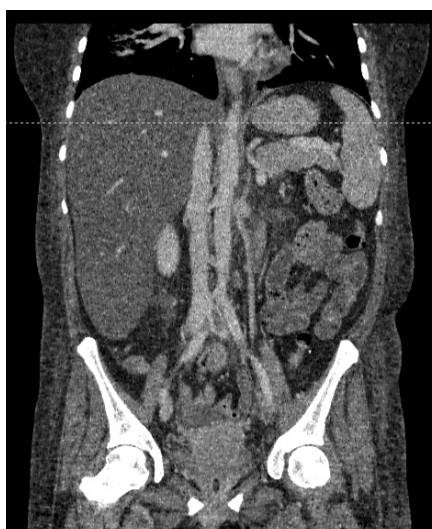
Ангио-СКТ с контрастированием
